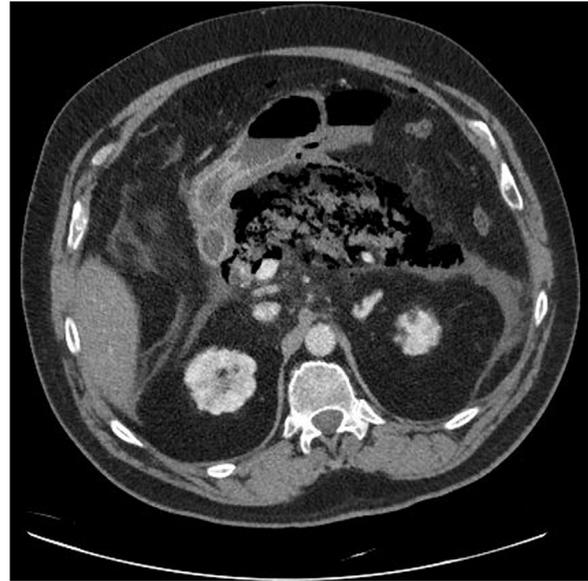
TC abdominal: corte transversal en el cuerpo pancreático sugestivo de pancreatitis enfisematosa. Se objetiva importante infiltración de gas en parénquima pancreático, con destrucción de cuerpo y cola pancreáticas.
